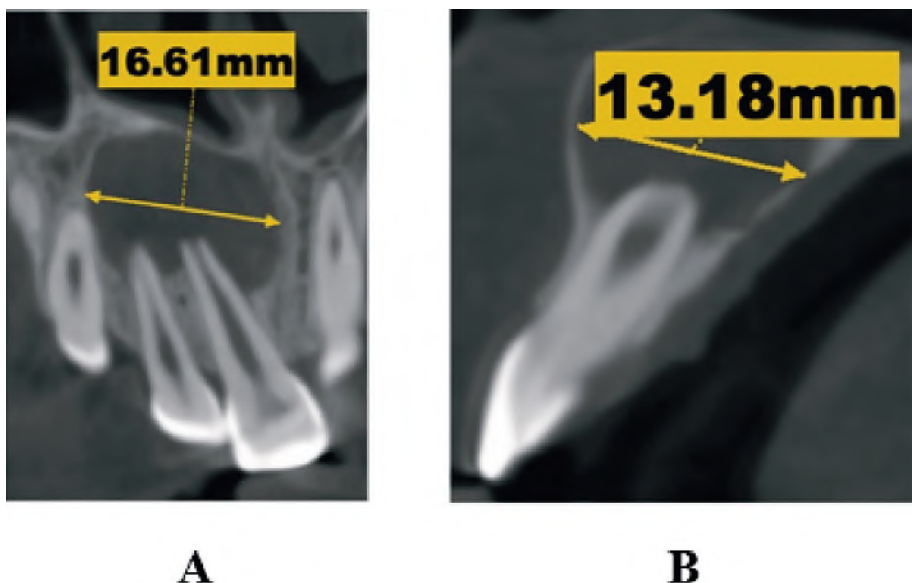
A, B – CBCT at the time of application.
